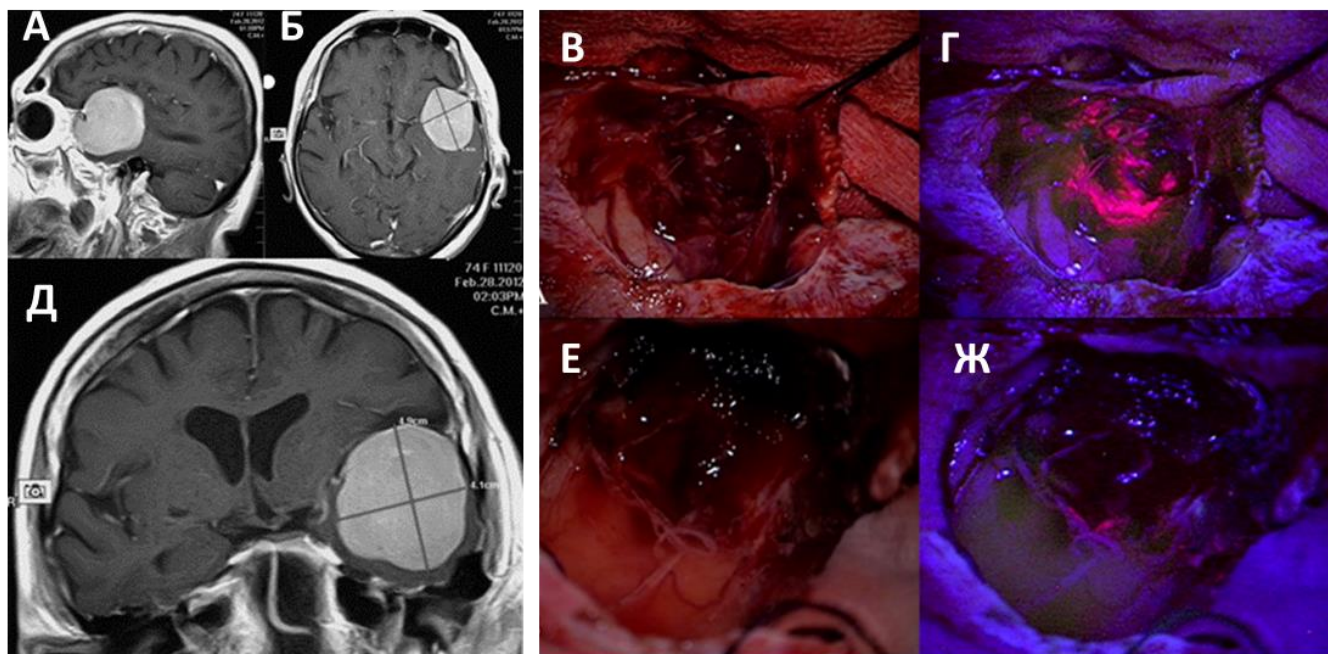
Пациент М., 62 года, клиническое наблюдение 26. Интенсивная флуоресценция адвентиции сосудов после удаления основного узла опухоли. А: МРТ в Т1 режиме с контрастированием до операции, сагиттальный срез, Б - МРТ в Т1 режиме с контрастированием до операции, аксиальный срез, В - интраоперационная фотография в белом свете на этапе удаления основного узла опухоли, Г - интраоперационная фотография во флуоресцентном режиме на этапе удаления основного узла опухоли, видно яркое свечение основного узла опухоли, Д - МРТ в Т1 режиме с контрастированием до операции, коронарный срез, Е - интраоперационная фотография в белом свете в конце этапа удаления основного узла опухоли, Ж - интраоперационная фотография во флуоресцентном режиме в конце этапа удаления основного узла опухоли, визуализируется слабая флуоресценция остатков опухоли на адвентиции сосудов.
